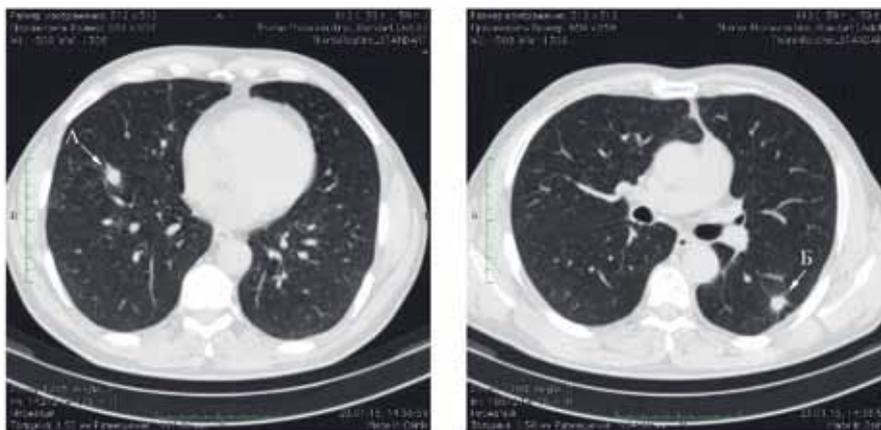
Результаты компьютерной томографии. Стрелками обозначены: А – новообразование 13 x 20 мм нижней доли (С8) правого легкого, Б – новообразование 16 x 15 мм нижней доли (С6) левого легкого
